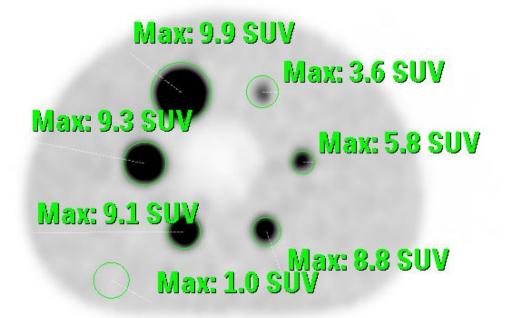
Maniquí de Calidad de imagen de la norma NEMA-UN-2-2007 para valorar los coeficientes de recuperación del SUV (Relación Señal/Fondo 10)
